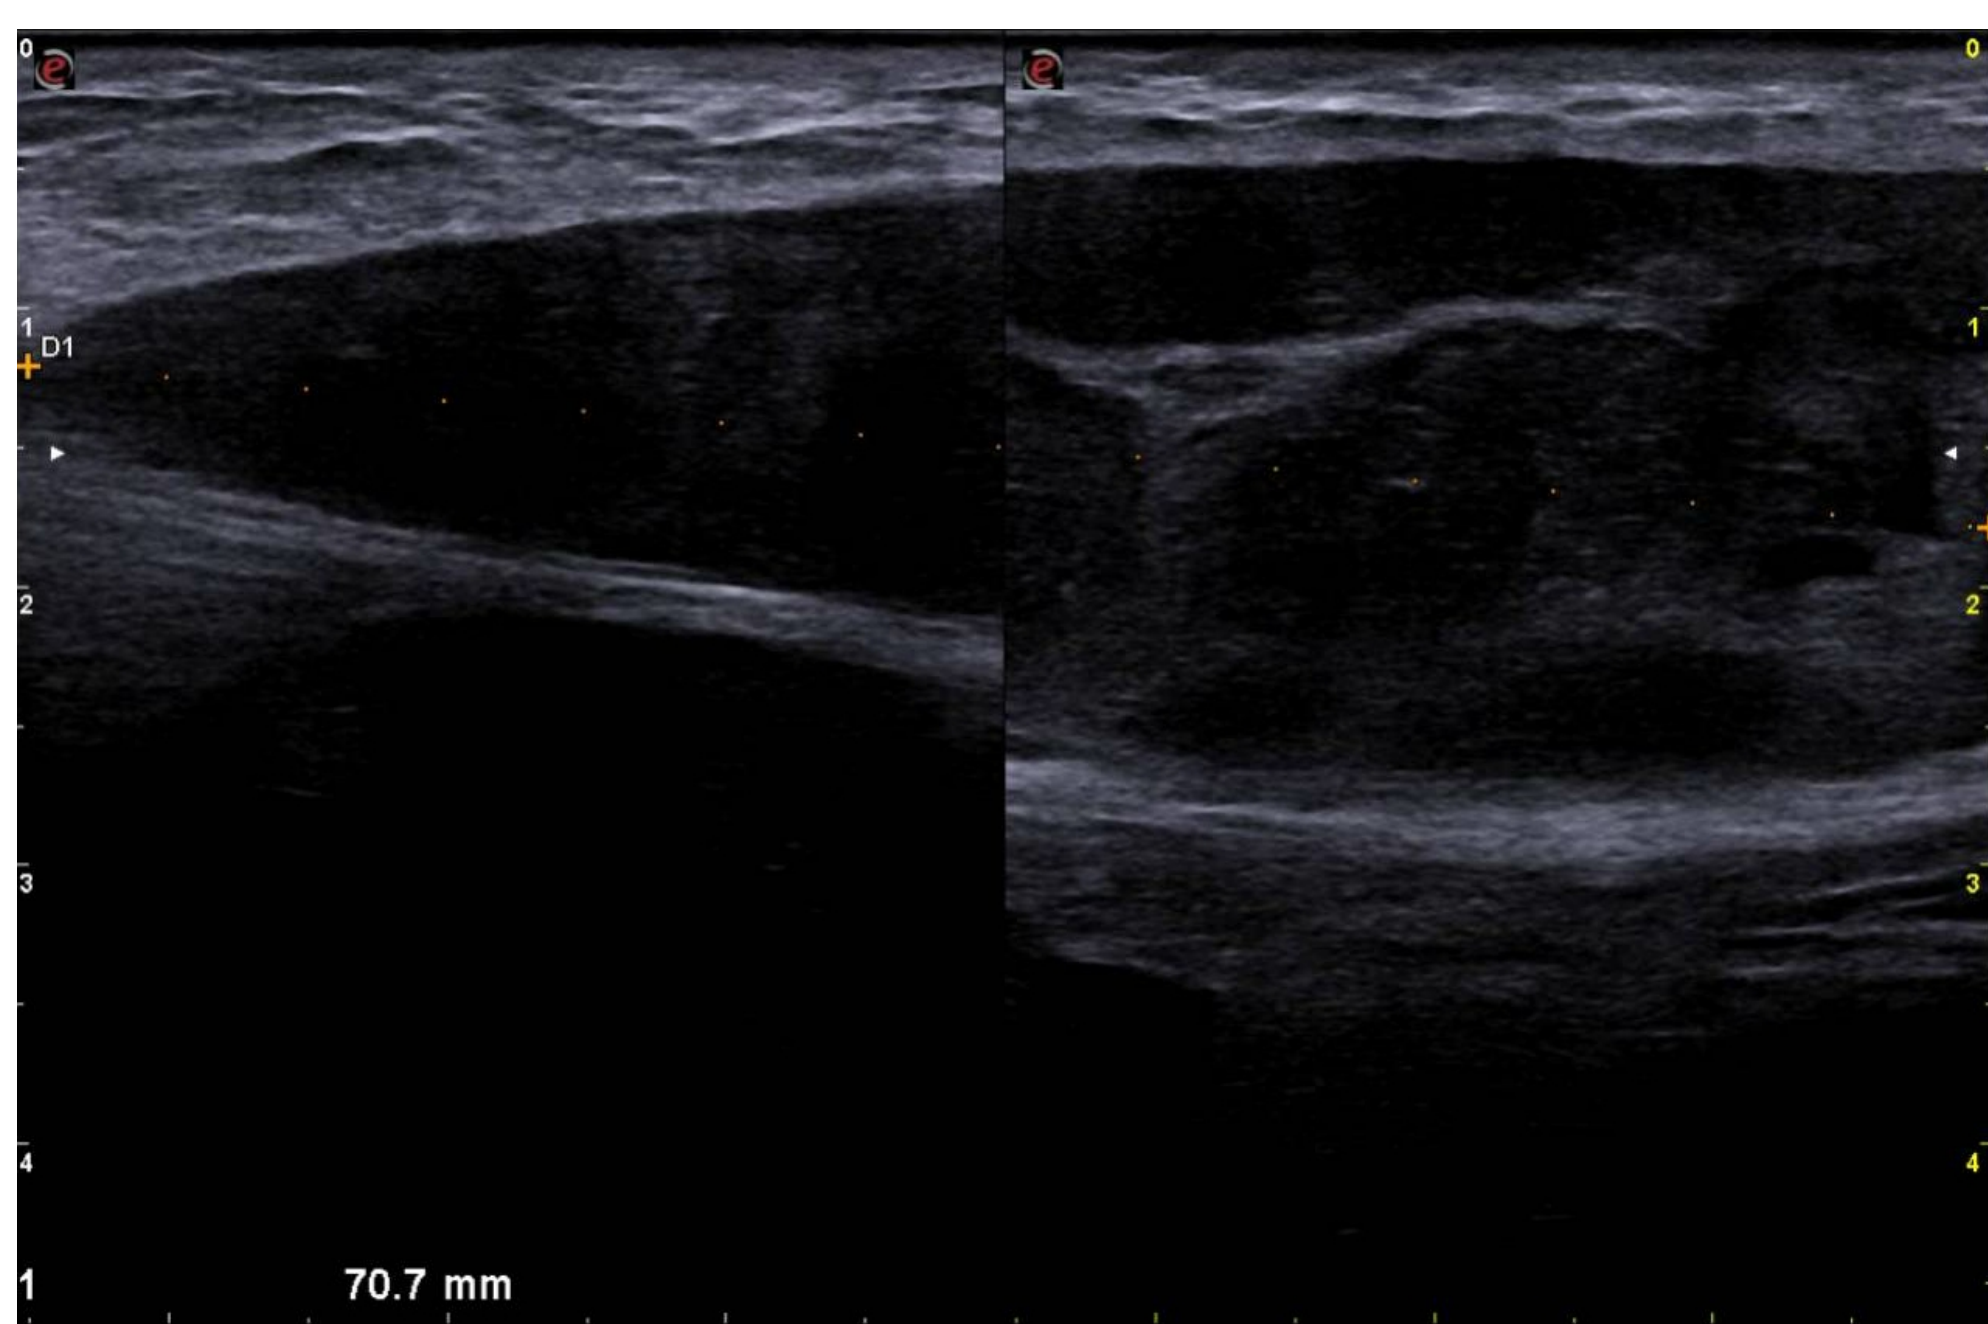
Ecografía inicial.
